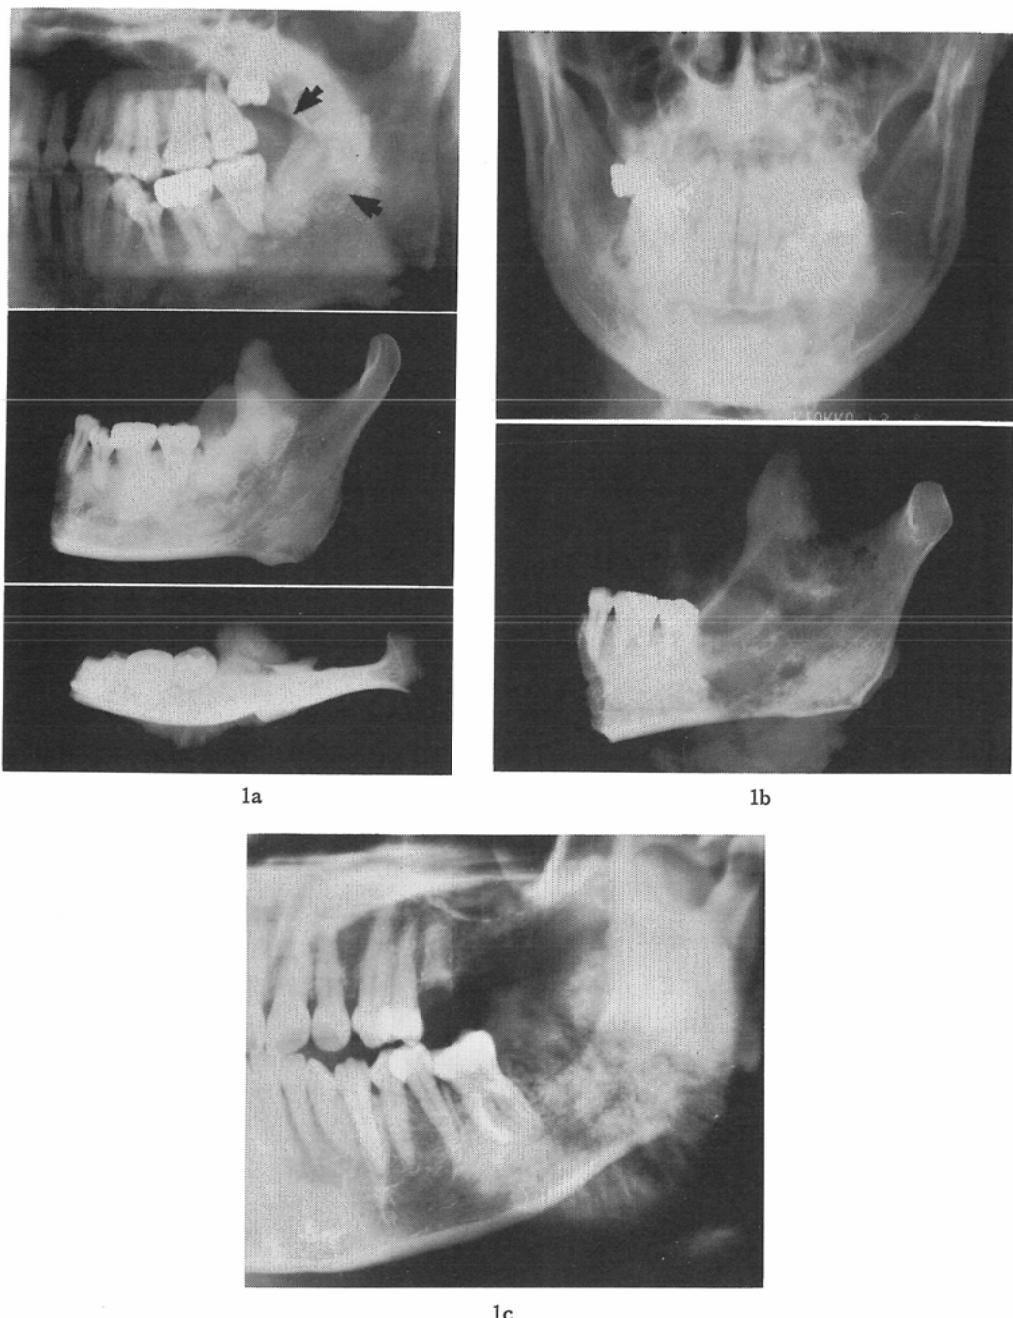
Roentgenographic findings of the jaws.
